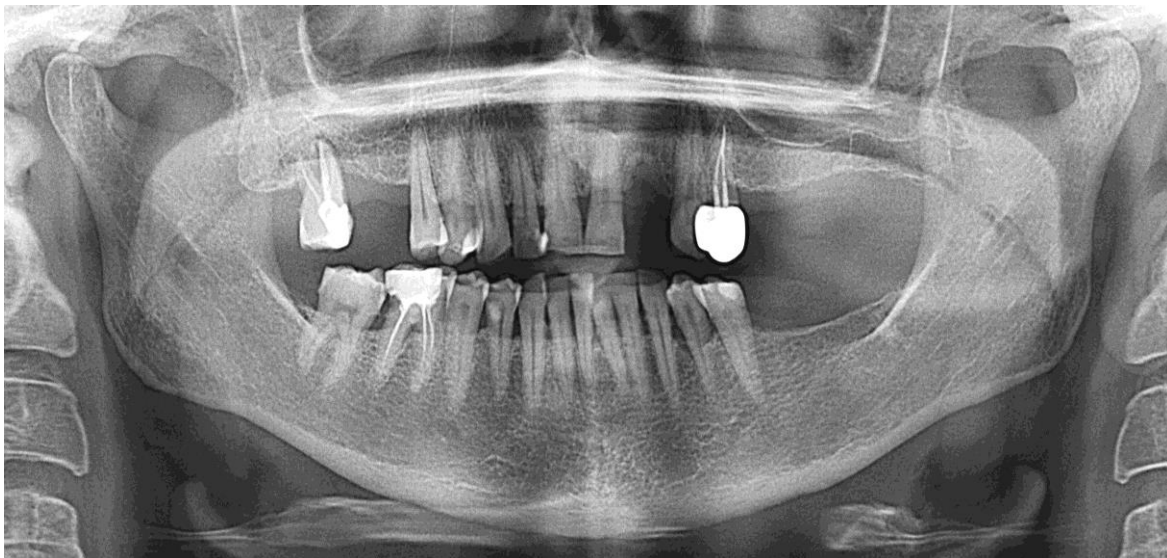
Ортопантомограма пац. Х., 1968 р.н. Генералізований пародонтит II – III ступеня тяжкості. Дефекти зубних рядів другого класу другого підкласу за Кенеді верхньої щелепи та другого класу за Кенеді нижньої щелепи.
